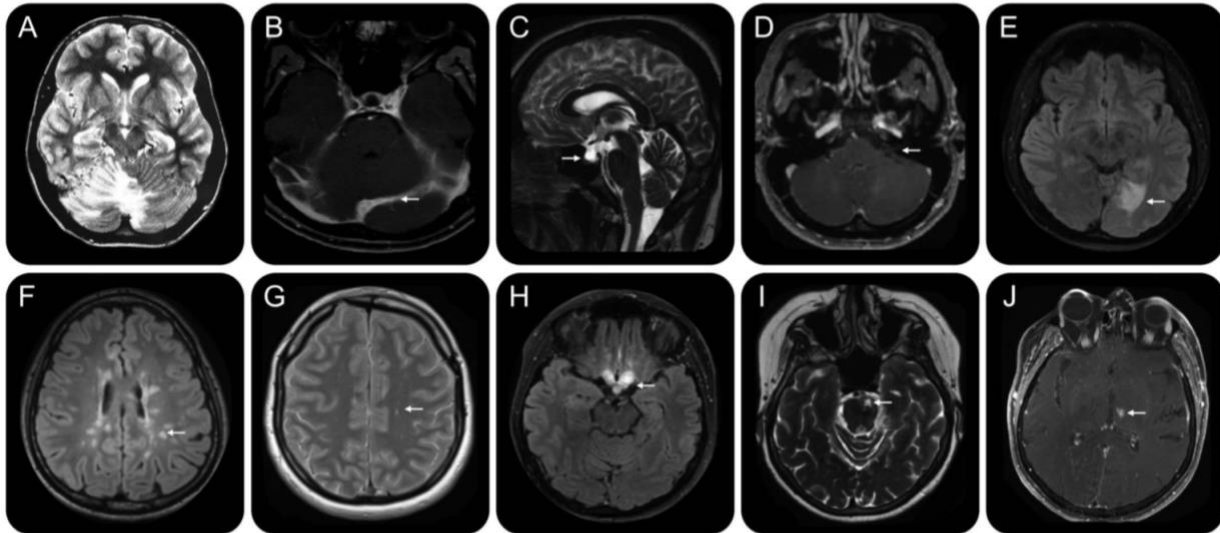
Neuroradiologisches Spektrum von NLRP3 Mutationsträgern (aus (Schuh, Lohse et al. 2015)). Abbildungen A–E zeigen den Indexpatienten: MRT-Scans während der Adoleszenz im Jahr 1999 zeigten Anzeichen einer ausgeprägten zerebellären sowie tentoriellen Entzündung mit Granulomatose-ähnlicher Struktur und intrazerebraler Schwellung; ein axiales T2-gewichtetes Bild von 1999 zeigt ein ausgeprägtes Ödem mit Signalhyperintensitäten in der rechten Kleinhirnhemisphäre, im Vermis und in geringerem Maße in der linken Kleinhirnhemisphäre (A). Im April 2011 zeigt sich in einem axialen T1-gewichteten, fettgesättigten Bild nach intravenöser Gabe eines gadoliniumhaltigen Kontrastmittels eine deutliche Tentoriumsverdickung mit ausgeprägtem Enhancement (B); ein sagittales T2-gewichtetes Bild zum gleichen Zeitpunkt zeigt Zeichen einer chronischen intrakraniellen Hypertonie mit vergrößerten Nervenscheiden um die Sehnerven (nicht gezeigt) und einer "empty sella" (Pfeil; C); ein axiales T1-gewichtetes, fettgesättigtes Bild nach IV-Gabe eines gadoliniumhaltigen Kontrastmittels zeigt zu diesem Zeitpunkt eine leichte Hirnnervenentzündung mit leichter Kontrastmittel Anreicherung des Nervus vestibulocochlearis (D). Im Dezember 2011 wurde, während der Anakinra Therapie, im MRT eine neue meningoenzephalitische Läsion identifiziert (axial fluid-attenuated inversion recovery [FLAIR]-Bild; E). Das untere Feld zeigt das neuroradiologische Spektrum bei anderen Patienten aus unserer Kohorte mit CAPS. (F) Axiales FLAIR-Bild (Jahr 2013) bei der Patientin Nummer 14 mit der Diagnose Multiple Sklerose (MS), die mehrere typische hyperintense Läsionen der weißen Substanz in der periventrikulären Region und der Korona radiata zeigt. (G) Im Gegensatz dazu zeigt das axiale T2-gewichtete Bild (Jahr 2013) bei Patient Nr. 3 mit Migräne unspezifische Läsionen der weißen Substanz ohne Hinweise auf eine Ausbreitung in Zeit und Raum und erfüllt somit nicht die diagnostischen Kriterien für MS. (H) Die axiale FLAIR-Sequenz (Jahr 2014) zeigt eine ausgeprägte Schwellung des Chiasmas und des Hypophysenstiels bei Patient 5. (I) Die T2-gewichtete axiale Sequenz (Jahr 2014) zeigt eine hyperintense Läsion im linken vorderen pontomesenzephalen Übergang. (J) Axiales T1-gewichtetes, fettgesättigtes Bild (Jahr 2014) nach intravenöser Gabe eines gadoliniumhaltigen Kontrastmittels zeigt eine Läsion im linken vorderen Thalamus (gleicher Patient wie Panel I).
